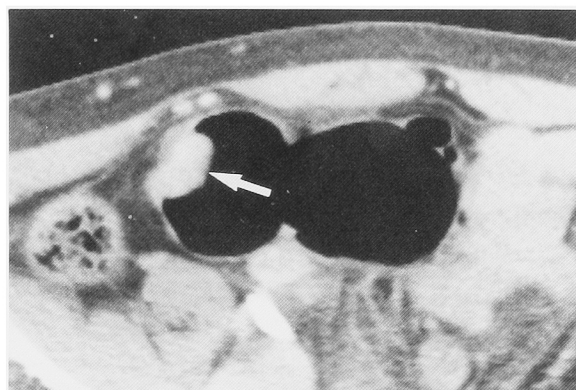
CT scan showed a solid broad-based tumor (arrow) in the bladder diverticulum.
